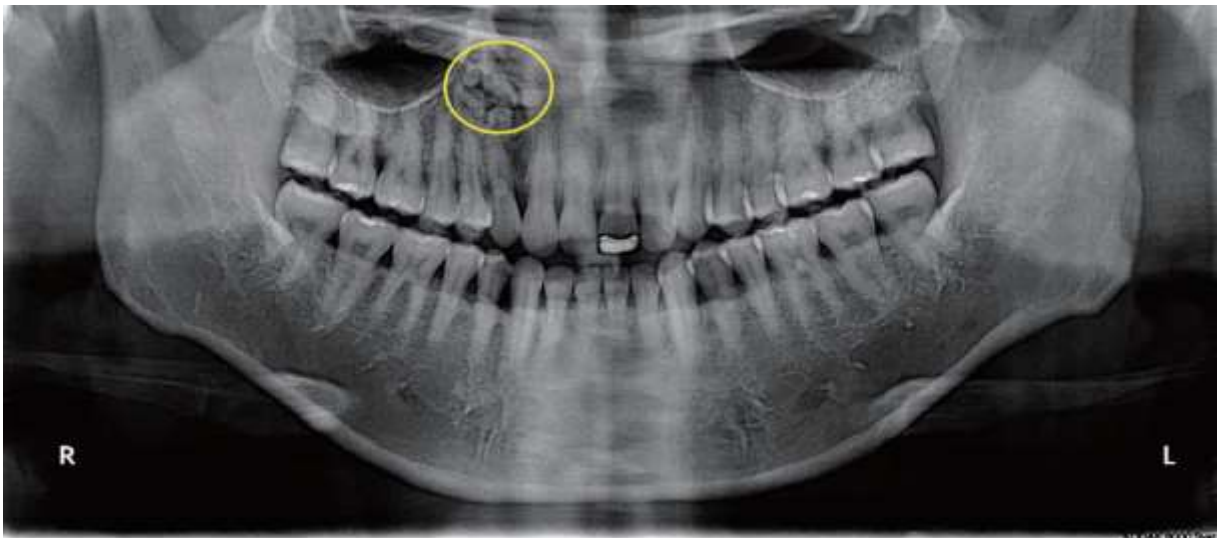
Radiografia panorâmica mostra múltiplas estruturas de formas e tamanhos variados perto da raiz da parte superior direita do canino.
